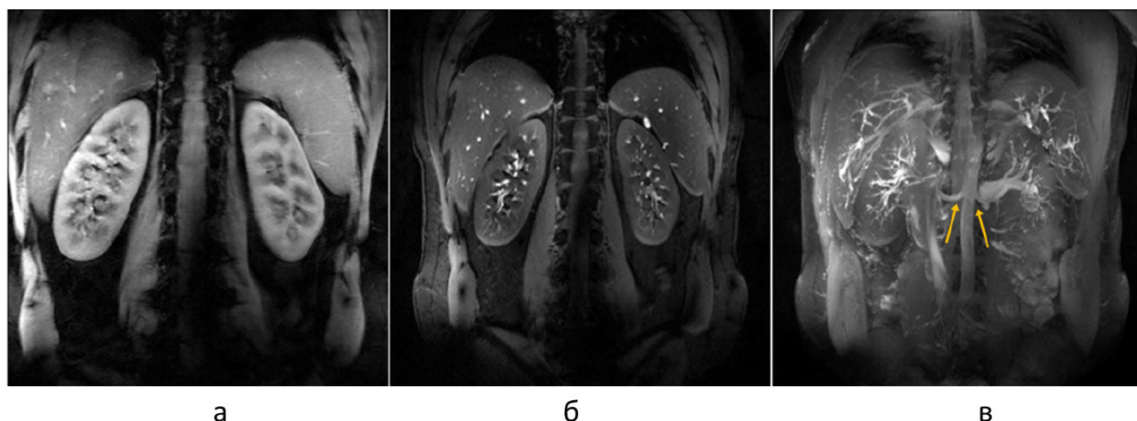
Пример изображений почек, полученных с задержкой дыхания и подавлением сигнала от липидов, включая 2D-корональную анатомическую МРТ (а) и МРТ с усилением сигнала от притока крови (б). На фотографии (в) показана проекция максимальной интенсивности (МІР) по всей серии изображений, представленных на (б), которая демонстрирует сильное усиление сигнала от притока крови и подавление фона, обеспечиваемые увеличенным T_1 -временем тканей и крови при 10,5 Тл. На изображении МІР хорошо видны начала почечных артерий (жёлтые стрелки), а также дистальные артериальные ветви [101]
